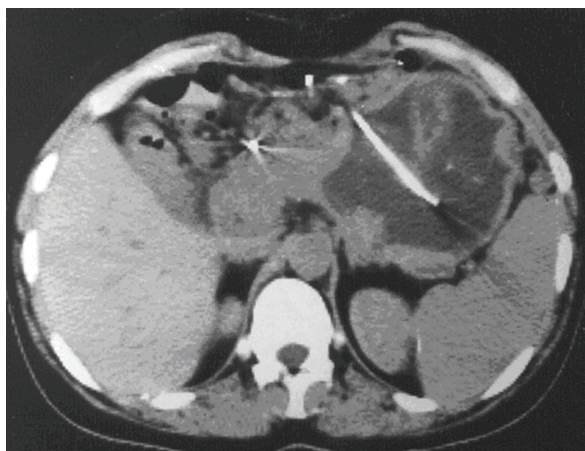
Дренирование псевдокисты под контролем МСКТ. В полости псевдокисты визуализируется двухпросветный дренаж.
